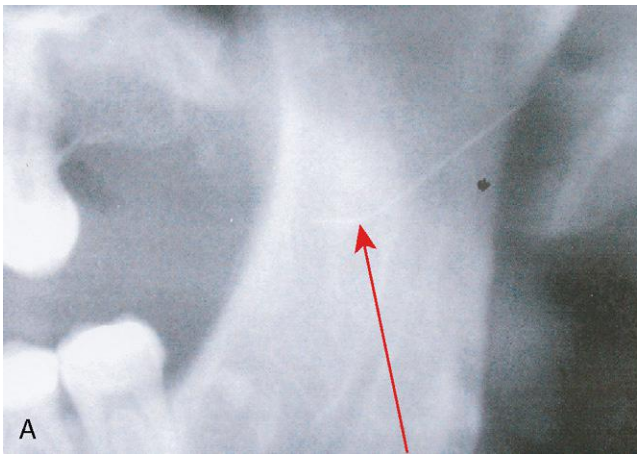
A, Radiografía de una aguja dental rota (obsérvese el acodamiento de la aguja: flecha). B, Radiografía de una aguja dental rota en el espacio pterigomandibular. (B, De Marks RB, Carlton DM, McDonald S: Management of a broken leedle in the pterygomandibular space: report of a case, *J Am Dent Assoc* 109:263-264, 1984. Reproducida con autorización.)
